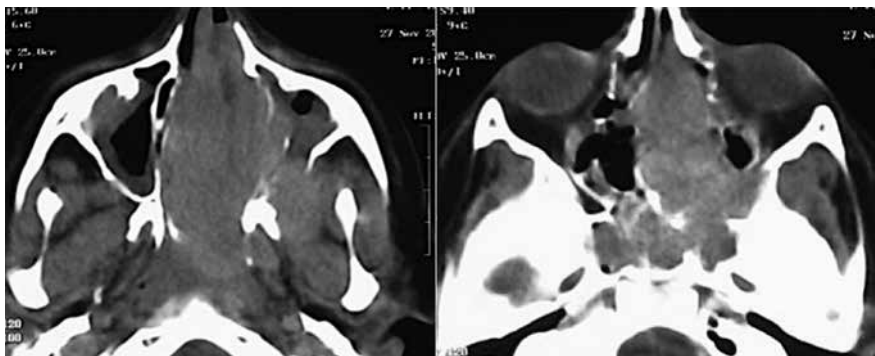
МСКТ с внутривенным контрастированием пациента Г., 17 лет, с рецидивом ЮАОЧ, аксиальные проекции: А – крупная опухоль занимает всю носоглотку, распространяется в обе половины полости носа, слева вплоть до ее преддверия, в левые крылонебную и подвисочную ямки, ВЧП, разрушая ее заднюю стенку; Б – опухоль занимает преимущественно левую половину носа, обе клиновидные пазухи, распространяется латерально кпереди в КНЯ и к верхушке орбиты. Границы между опухолью и окружающими мягкоткаными структурами визуализируются нечетко
